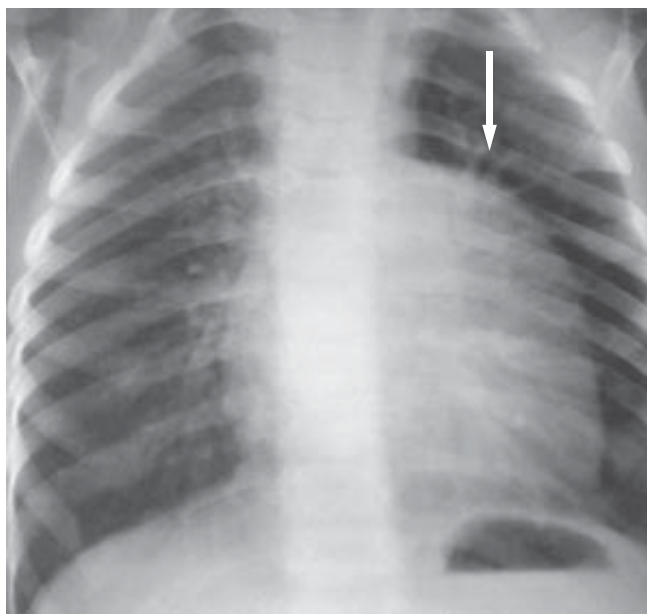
Рентгенограма хворого В. (історія хвороби № 1711). Стрілка вказує аневризму ВТПШ
